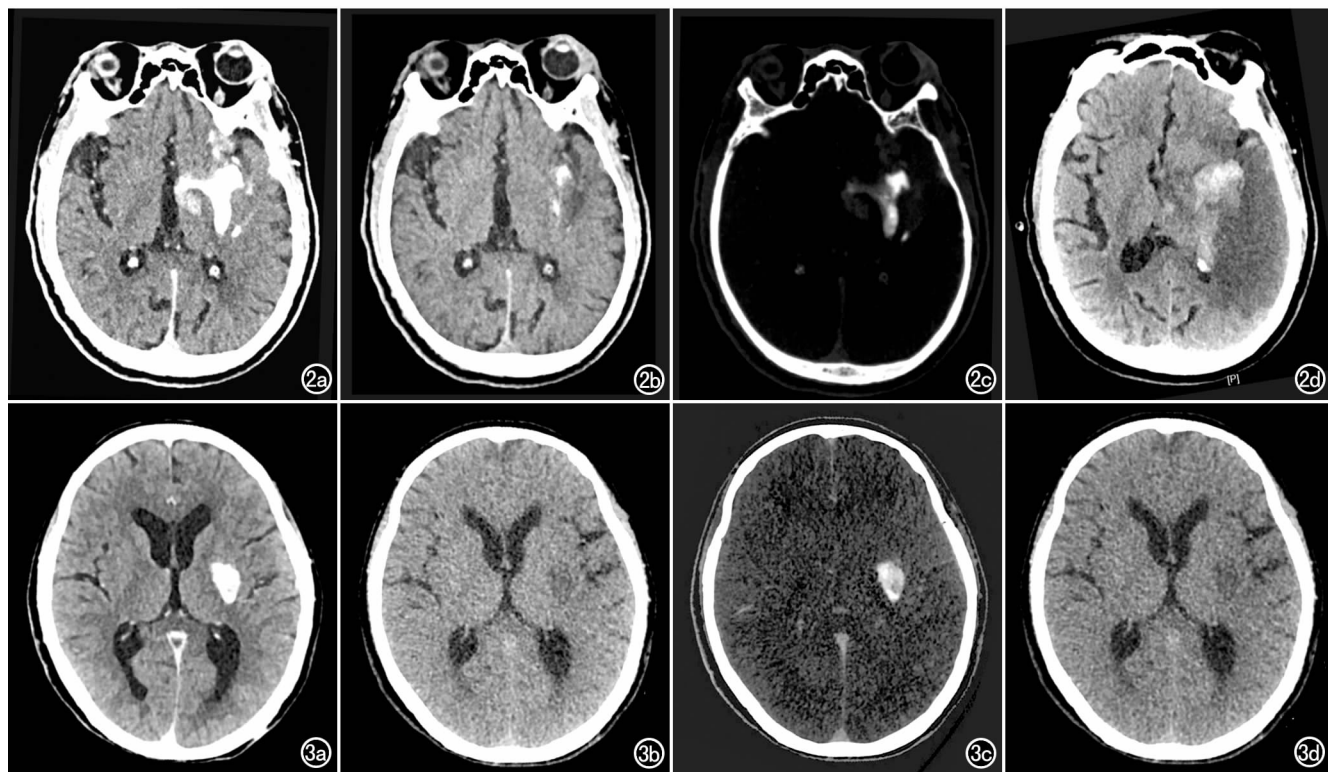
男,66 岁,因右侧肢体无力 3.5h 急诊行血管内介入治疗,术后 21min 行 DECT 扫描,术后 28h 行常规 CT 检查。a)DECT 混合能量图像示左侧基底节及丘脑可见不规则形高密度区;b)VNC 图示上述高密度区的范围减小,丘脑的高密度区未见显示;c)IOM 图示左侧基底节及丘脑的高密度区范围与混合图像基本一致,双能 CT 诊断为左侧基底节出血合并丘脑对比剂外渗;d)随访 CT 示左侧基底节高密度区较 VNC 图上范围扩大,且左侧丘脑新发斑片状高密度区,提示后续出血范围增大。
